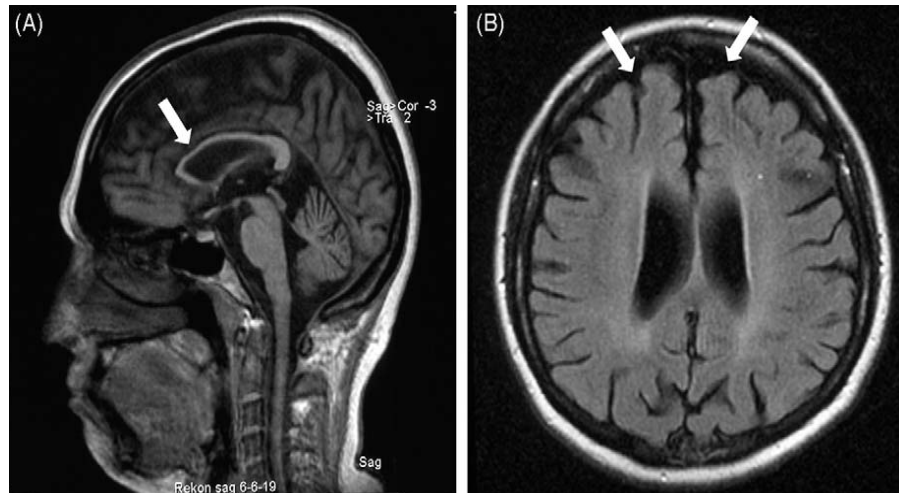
IRM cérébrale montrant, (A): une atrophie du corps calleux;
